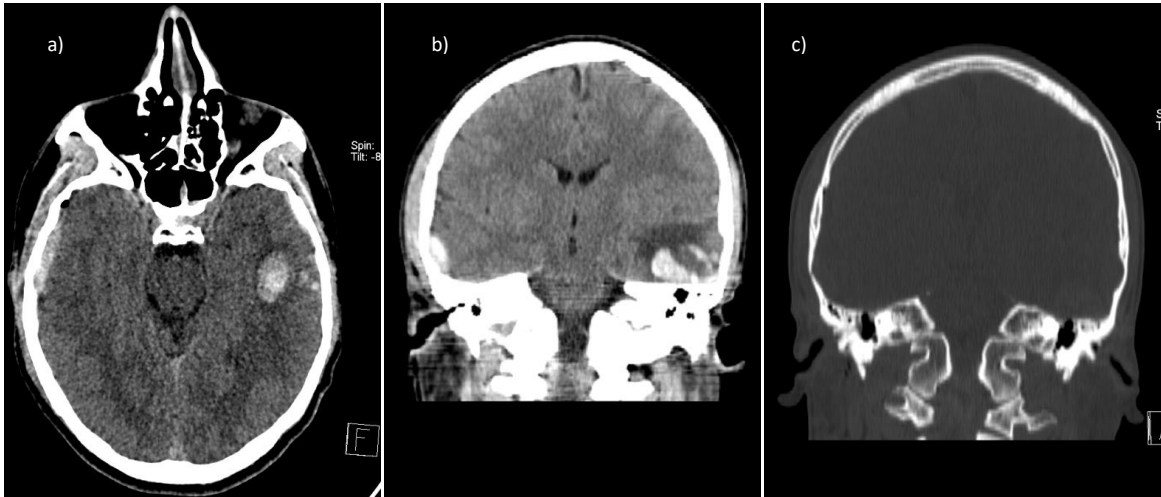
Paciente masculino de 23 años con diagnóstico de TCE leve tras sufrir agresión por terceras personas. a-b) Corte axial y cononal de tomografía de cráneo simple con presencia de hematoma intraparenquimatoso temporal izquierdo de 4.6cc, además se observa hematoma epidural derecho. c) Fractura de hueso frontal derecho izquierdo. Cortesía del departamento de Imagenología del Hospital General de Mexicali.
